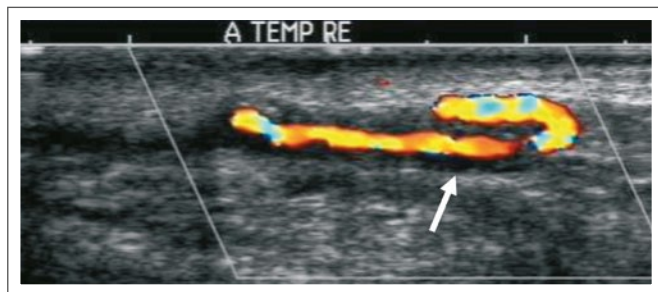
Farbkodierte Duplexsonographie der rechten A. temporalis bei RZA. Deutlich findet sich ein Halo-Zeichen (Pfeil) und eine Schlingelung des Gefäßes.
